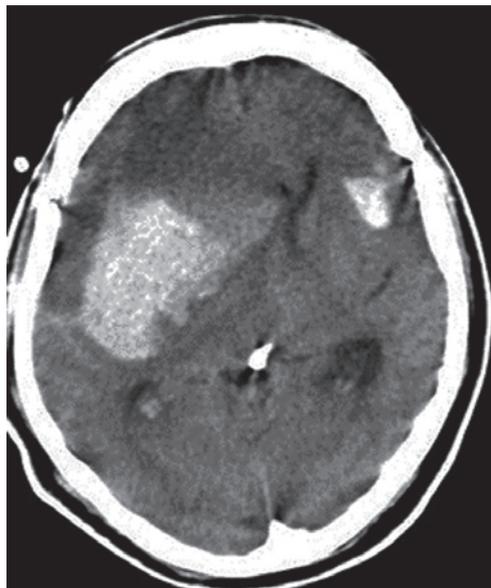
Tomografía computarizada de un paciente en coma por hemorragias cerebrales que producen una gran herniación en la región supratentorial.
